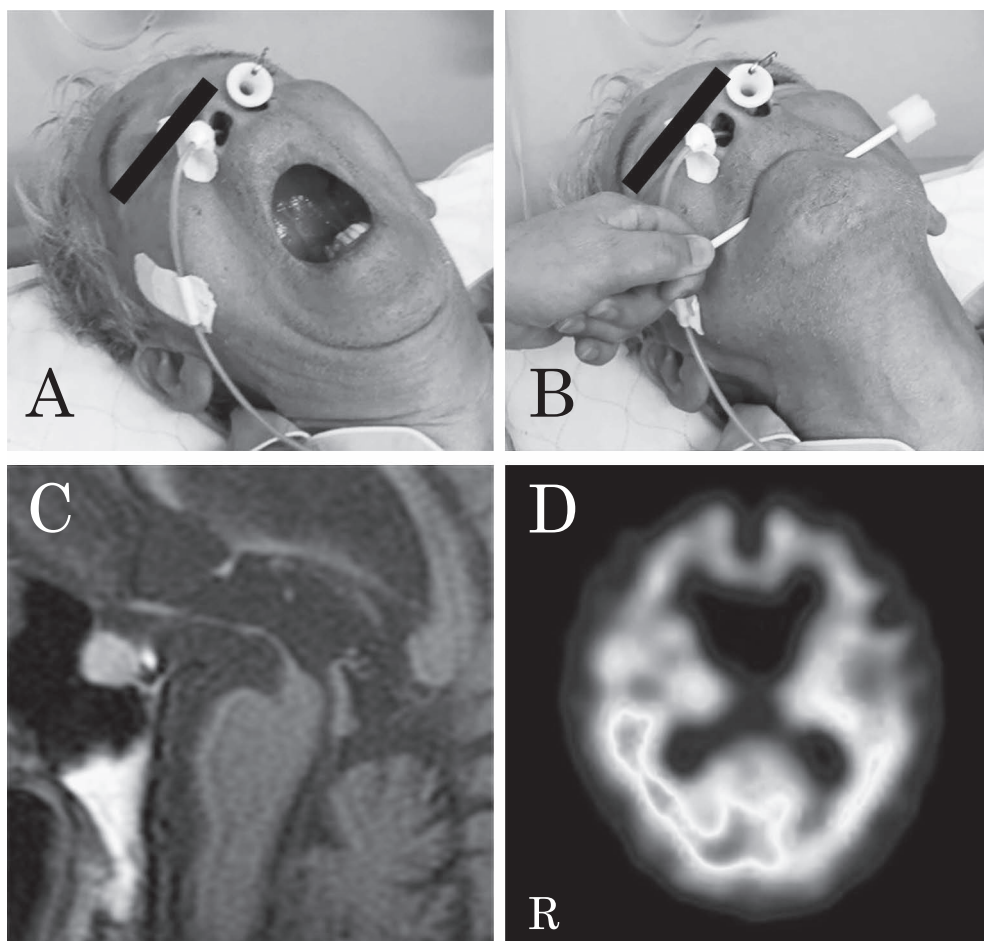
Jaw-opening dystonia, brain MRI, and ^{99m}Tc -ECD SPECT.
